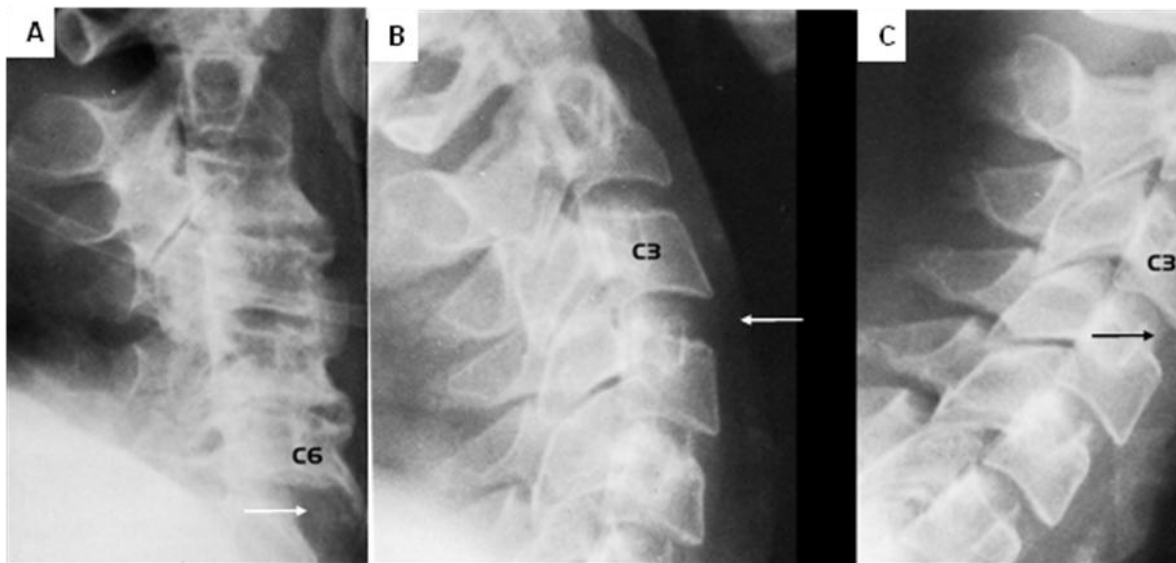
84. A. Radiografía lateral de cuello en posición neutra de un paciente con lesión por hiperextensión, el espacio C6-C7 es amplio (flecha). B. Proyección en extensión de un paciente con lesión por hiperextensión cervical, el espacio C3-C4 es amplio (flecha) y corrige un poco en la proyección en flexión (Figura C).
